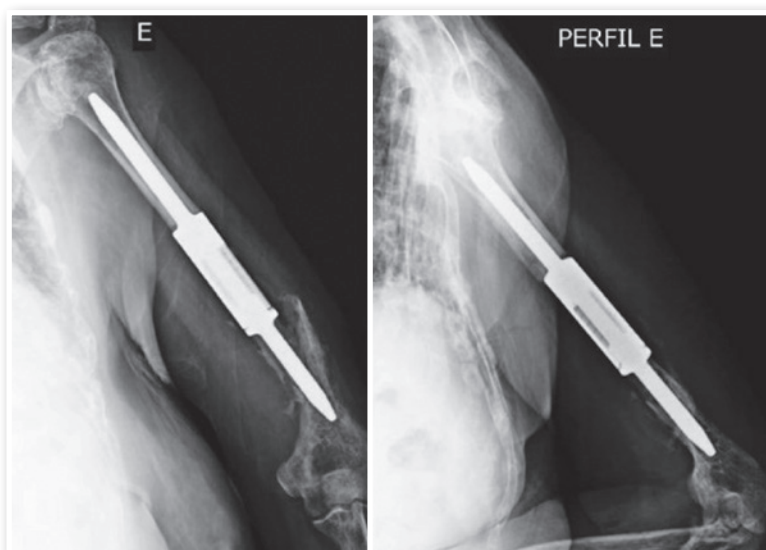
Radiografias mostrando fratura periprotética do úmero esquerdo.
